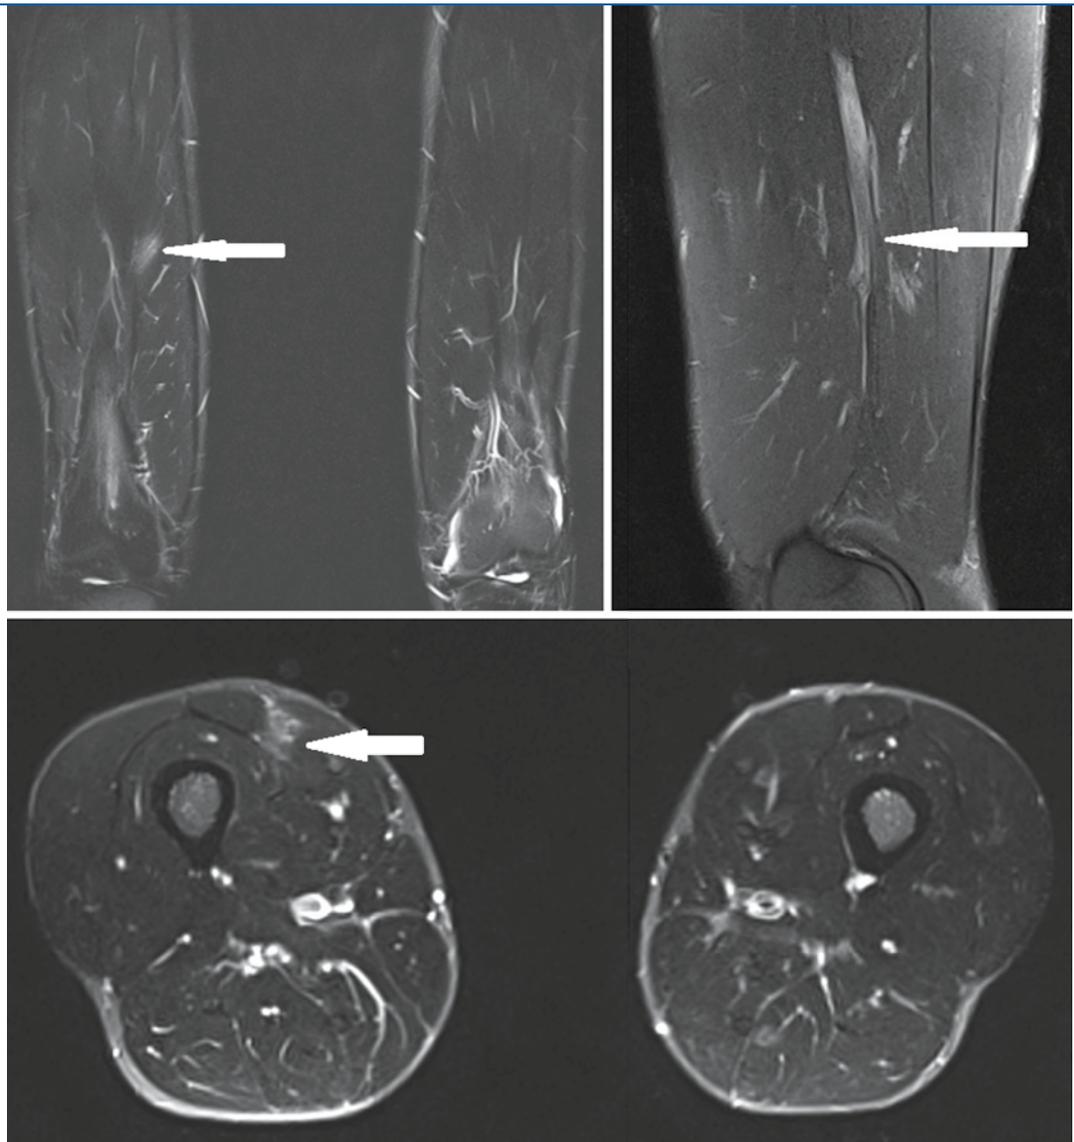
▶ MRT eines intermuskulären Hämatoms zwischen Vastus medialis und Vastus intermedius des M. quadriceps femoris. (Quelle: Kieb)
